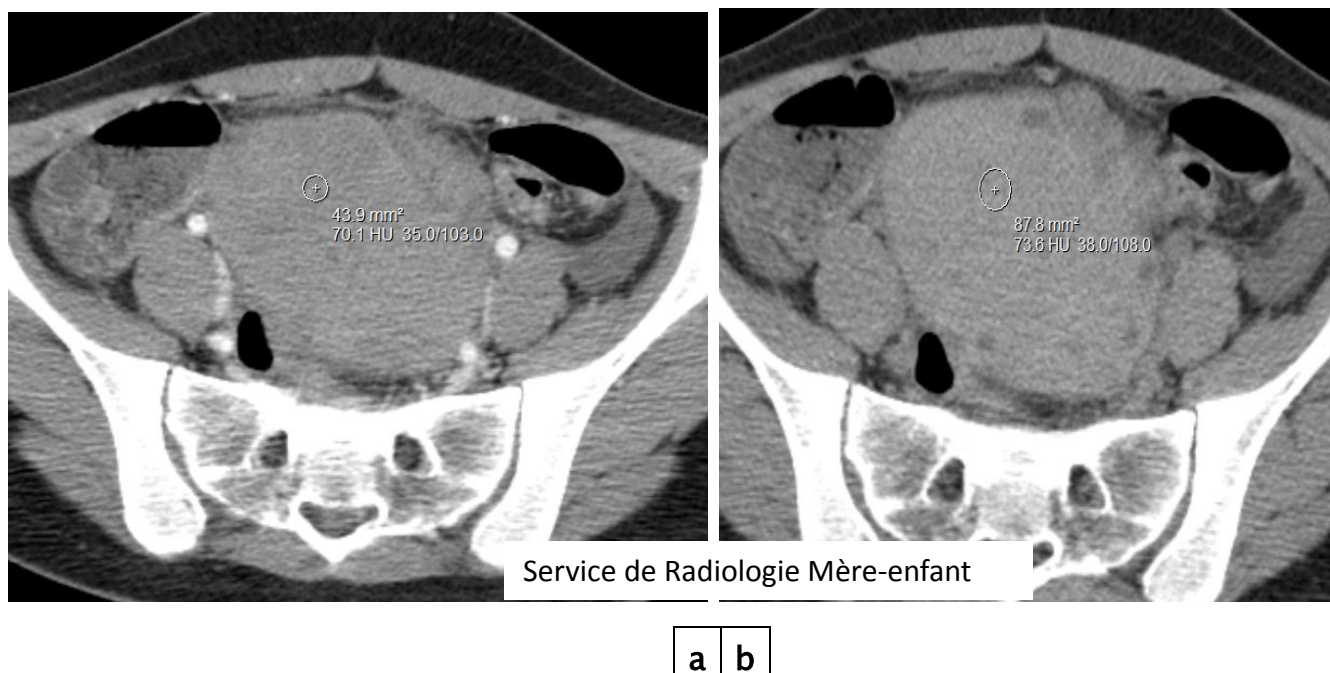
TDM pelvienne c– (a) et injectée (b) en coupe axiale montrant un absence de rehaussement après injection
